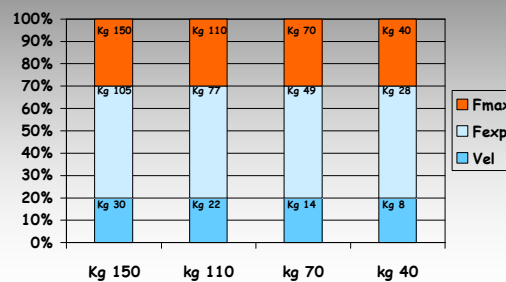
Esempi pratici di percentuali rispetto alle differenti RM ripotate sull'ordinata.
